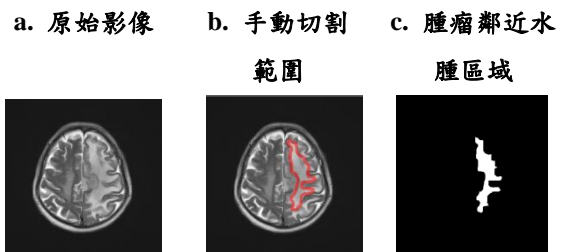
圖 6MRI 影像腫瘤鄰近水腫區域切割過程與輸出
